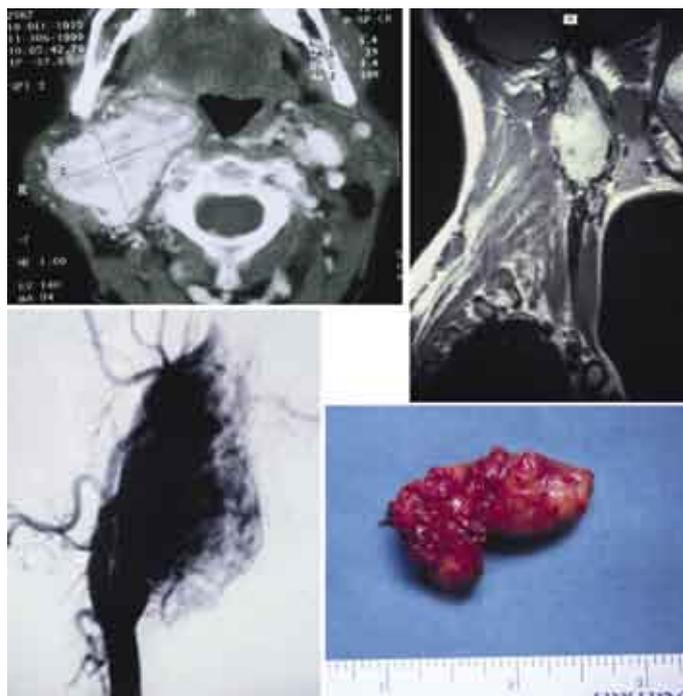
Glomus carotídeo (TC cervical axial, RMN cervical sagital, arteriografía carotídea, pieza de extirpación quirúrgica).
